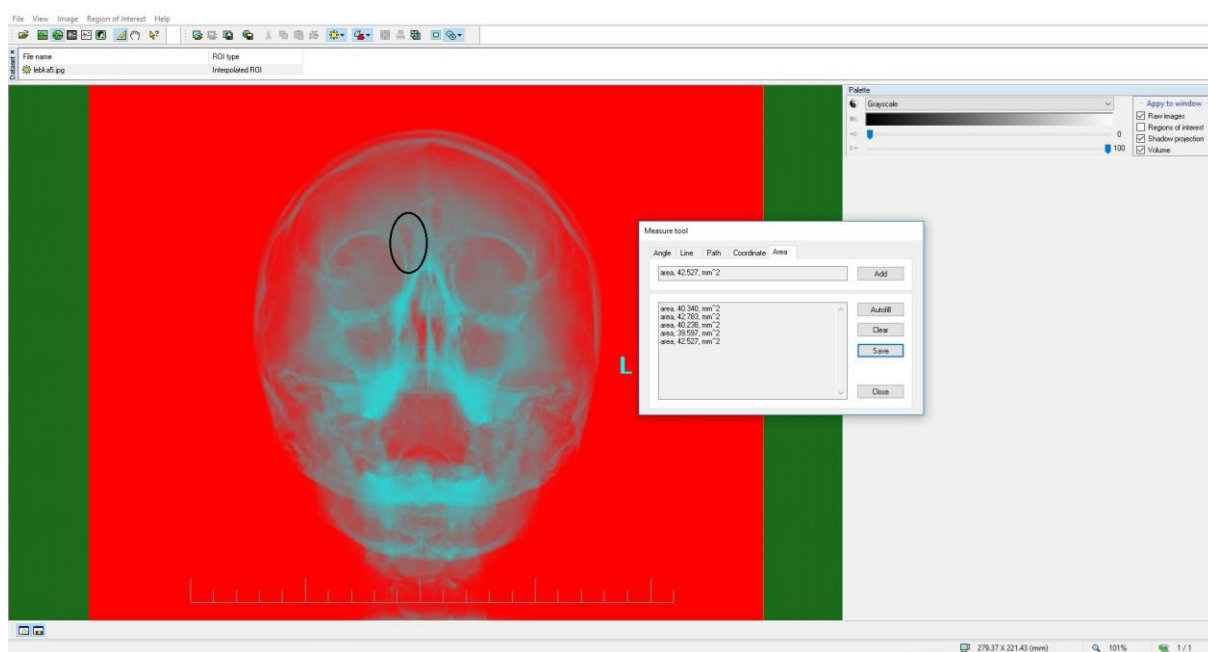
RTG snímek před posledními 4 operacemi
